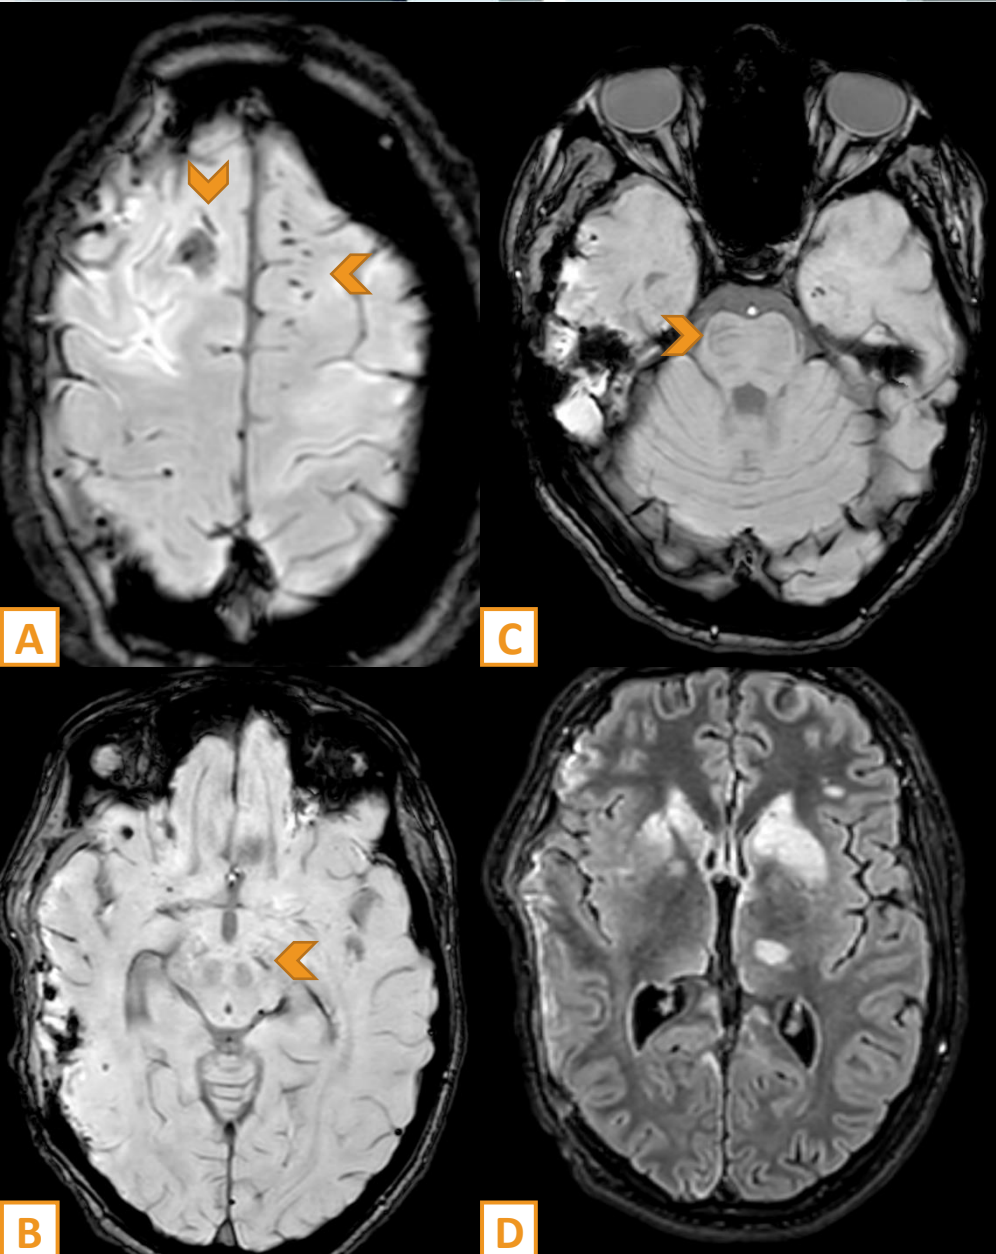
Paciente ingresa por caída de caballo. RM en secuencia SWI. Se visualizan cambios postquirúrgicos en relación con craniectomía descompresiva fronto-parieto-temporal derecha. Se observan múltiples depósitos milimétricos de hemosiderina en ambas coronas radiatas (imagen A), así como a nivel del tronco encéfalo: uno de morfología lineal en el lado izquierdo del mesencéfalo (imagen B) y otro en el lado derecho de la protuberancia (imagen C). Hallazgos compatibles con lesión axonal difusa grado 3. Adicionalmente, se aprecia alteración de la intensidad de señal en la cabeza de ambos núcleos caudados, en la porción más anterior de ambos núcleos lenticulares y en el tálamo izquierdo, hallazgos sugestivos de áreas de infarto en evolución.
